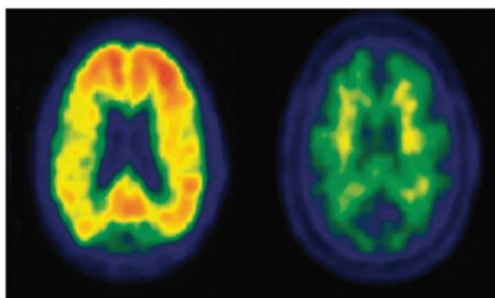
Comparação do resultado de uma PET de um doente que progrediu de DCL para DA (esquerda) com o resultado de um doente que não avançou de DCL para DA (direita). (Retirado de ⁴⁸)
